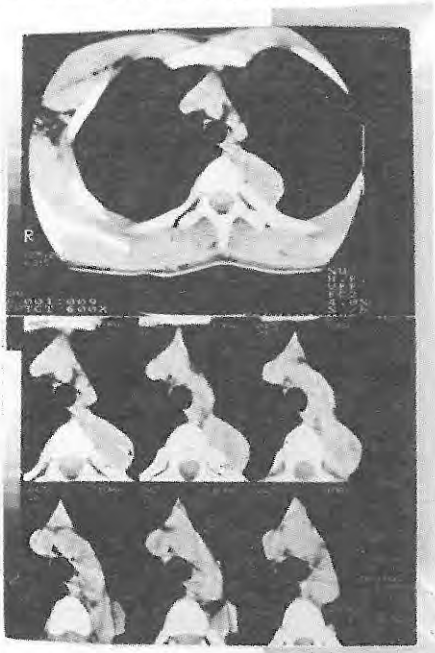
BT'de assenden aorta, arkus aorta ve dessenden aortada dissekan anevrizma. Assenden aortada yalnız lümen kısmen kontrastlanmıştır. Birlikte perikardiyal ve plevral mayi de izlenmektedir.
